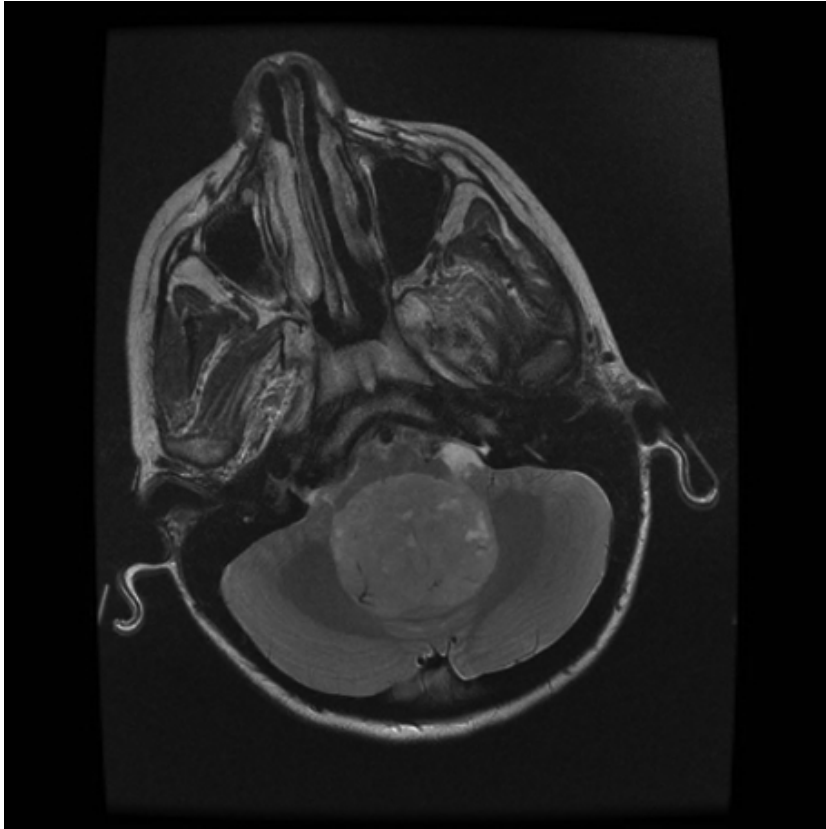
Médulloblastome de l'enfant : aspect typique. (Coupe axiale d'IRM en séquence pondérée T2 mettant en évidence une volumineuse lésion du quatrième ventricule).
